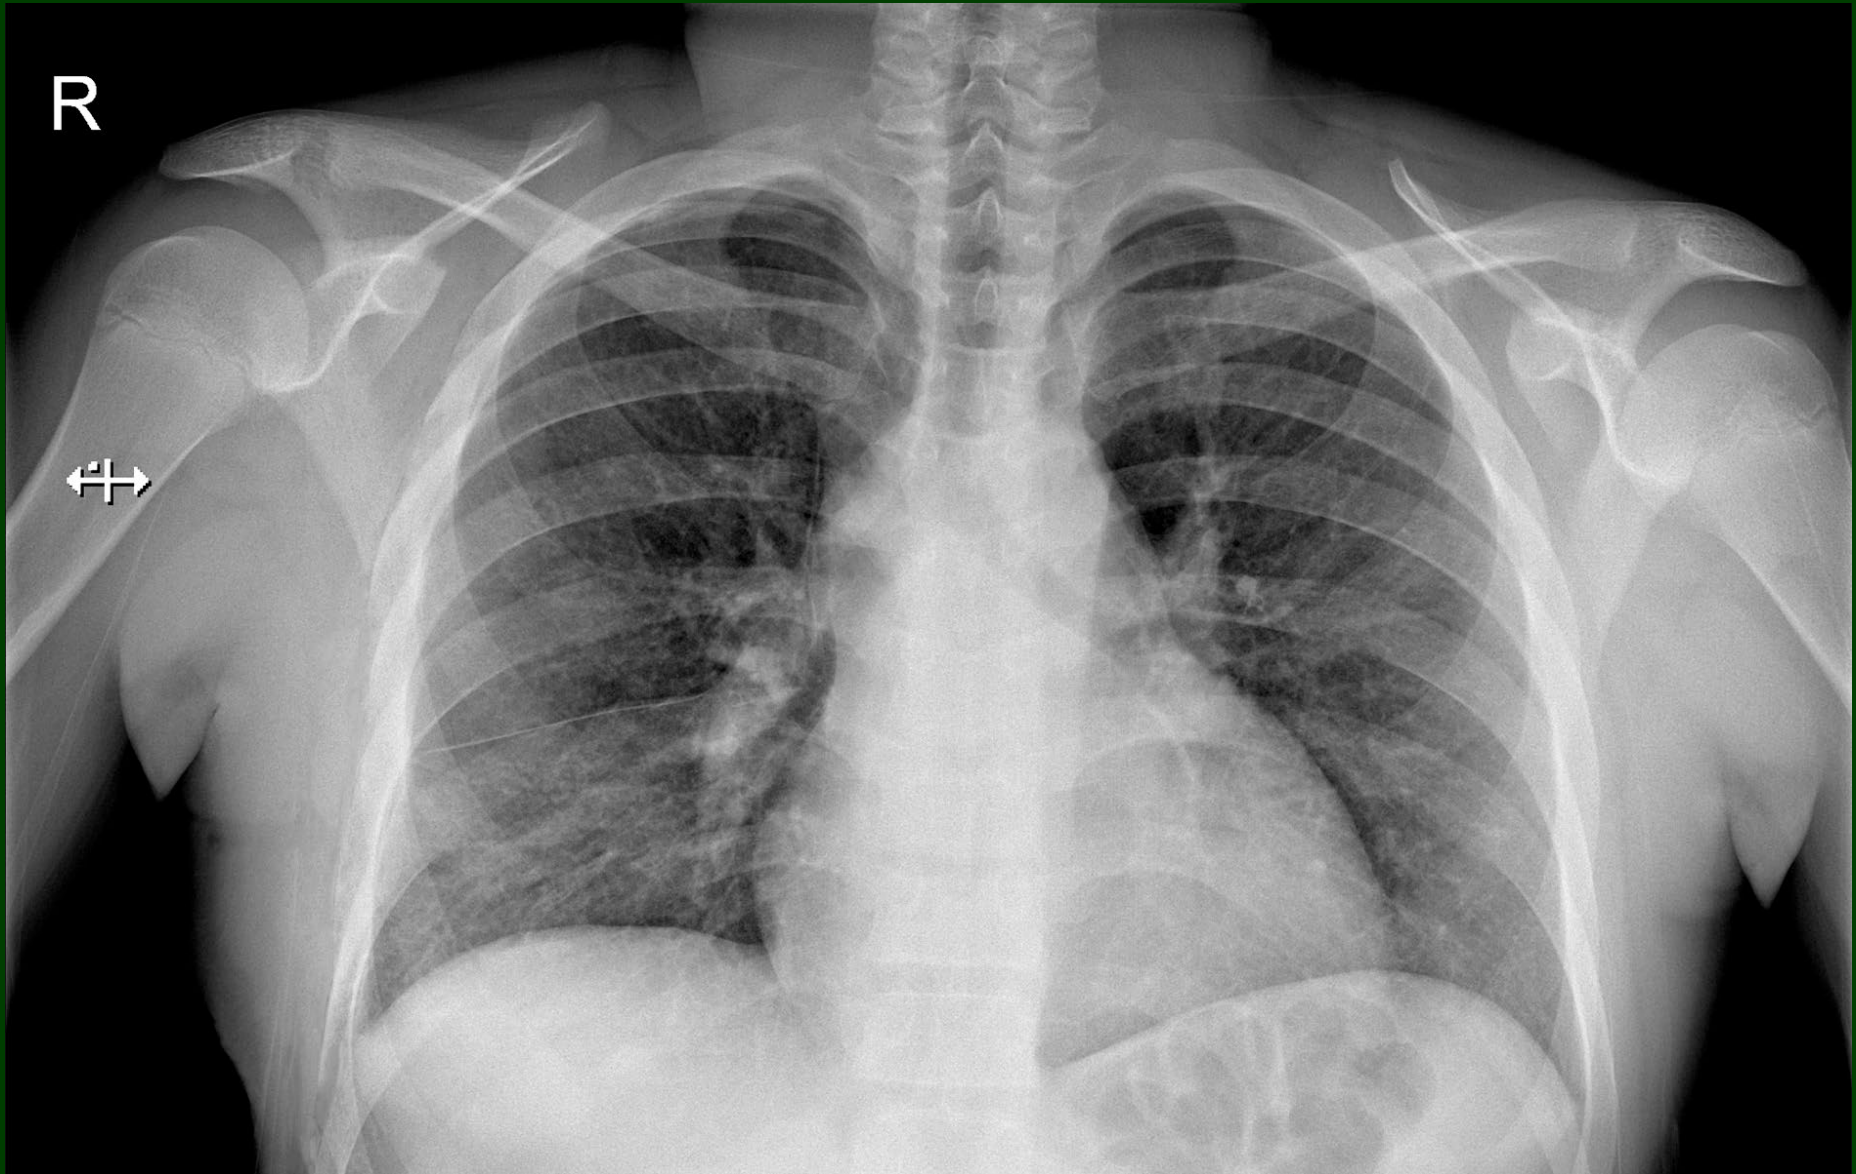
Radiografía PA de tórax. Hallazgos patológicos mediastinales: ensanchamiento de la línea de unión anterior, pérdida de la concavidad de la ventana aorto-pulmonar con aumento de la radio opacidad en este espacio, cardiomegalia grado I-II. Hallazgos patológicos pleuropulmonares: aumento difuso y bilateral de la radio opacidad parenquimatosa pulmonar, mal definida, heterogénea, la cual que no oblitera estructuras vasculares pulmonares ni presenta broncograma aéreo (predominio en la topografía pulmonar inferior) así como tampoco se demuestra distorsión de la arquitectura pulmonar, aumento en la radio opacidad de la cisura menor.
